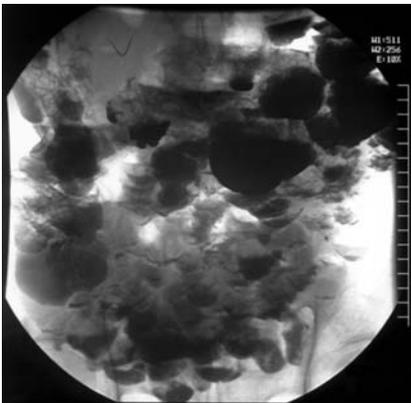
Рентгенограмма органов брюшной полости через 3 ч 20 мин от начала контрастирования: бариевая масса выполнила тонкую и половину ободочной кишки, сохраняется контраст в дивертикулах
